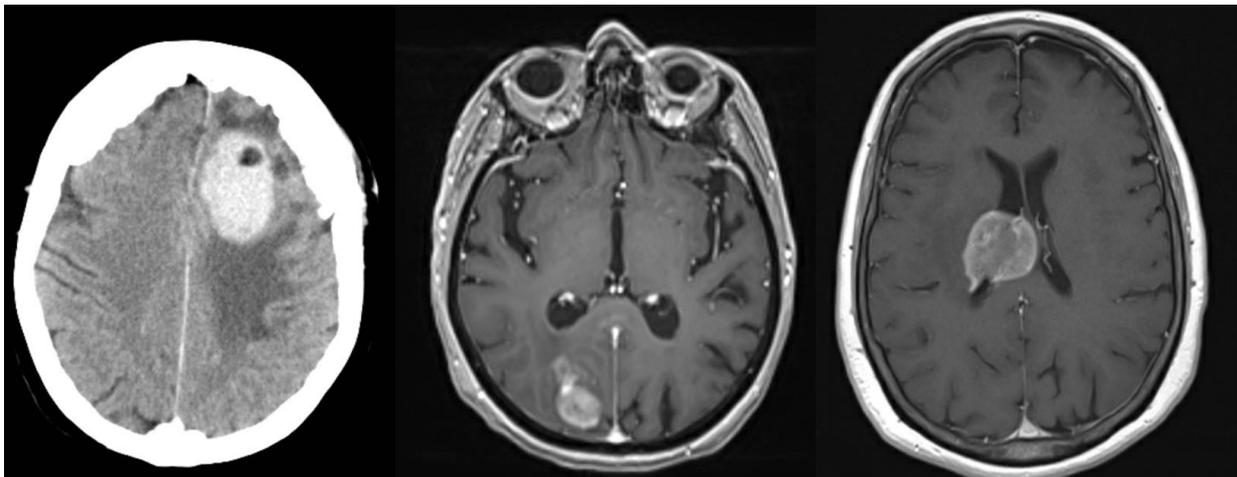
Imágenes de TC (izda.) y RM (centro y dcha.), de lesiones que correspondieron a linfomas cerebrales.
